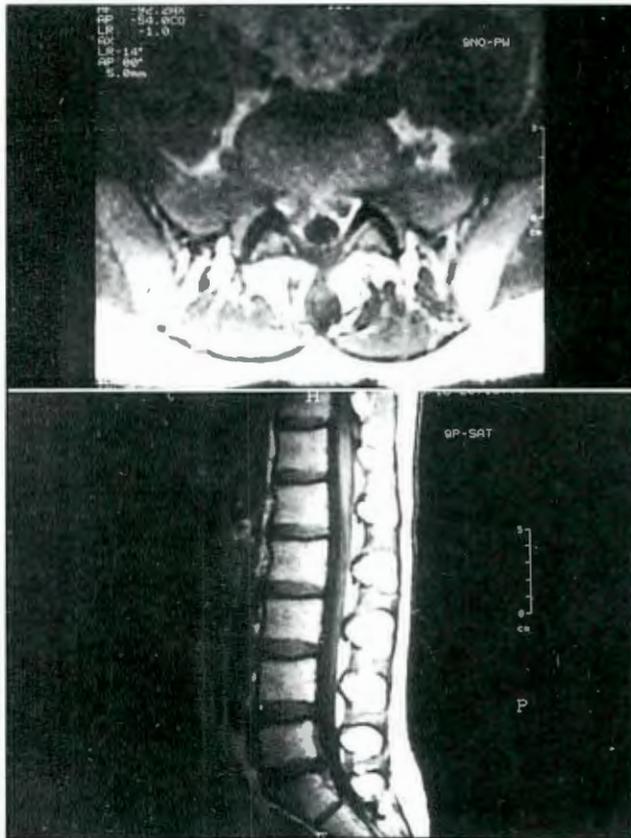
Cortes axiales y sagitales de IRM ponderados en T1 informados como protrusión discal. En cirugía se encontró un secuestro; el intervalo entre la IRM y la cirugía fue de 33 días.
